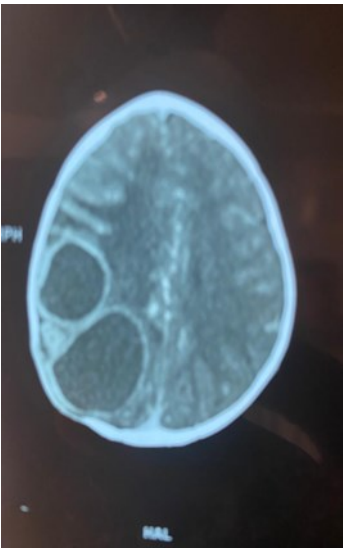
TDM coupe axiale montrant l'abcès cérébral
